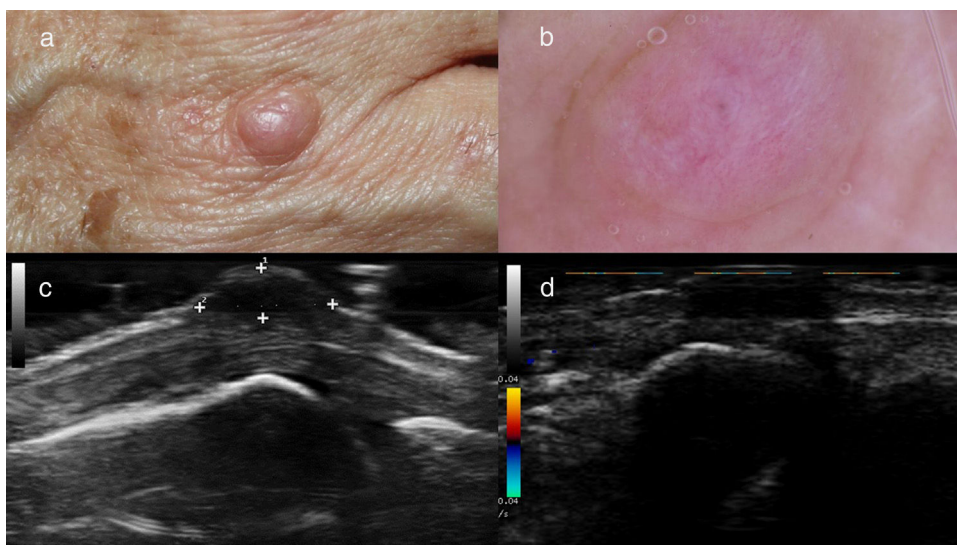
a) Nódulo de color piel situado en el dorso de la mano a nivel de la articulación metacarpofalángica; b) Imagen dermatoscopia de la lesión (a). Se observa un fondo color piel y estructuras inespecíficas como crisálidas y vasos irregulares mal enfocados; c) Imagen ecográfica de la lesión (a). Se observa un nódulo hipoeoico bien definido situado en dermis profunda; d) Imagen ecográfica de la lesión (a). No se demuestra actividad power Doppler.
